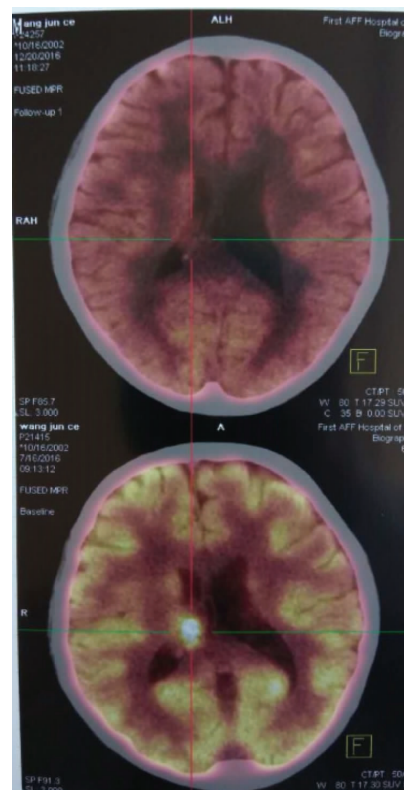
PET-CT on December 20,2016 (above) and on July 16,2016(below)
